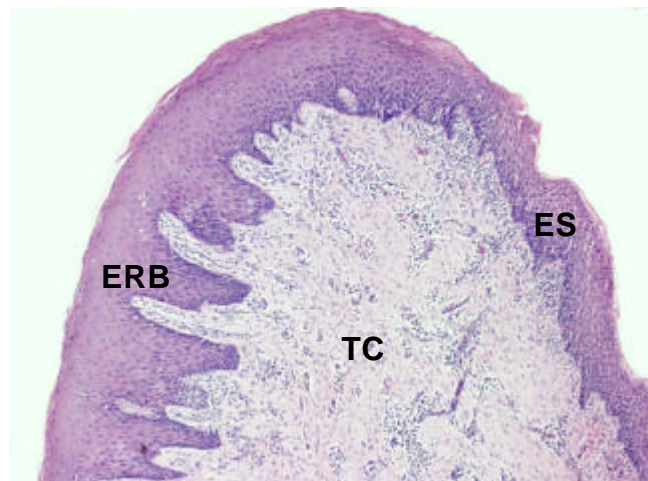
Regiões do tecido gengival estudado: epitélio de revestimento bucal (ERB), epitélio sulcular (ES), tecido conjuntivo (TC)
